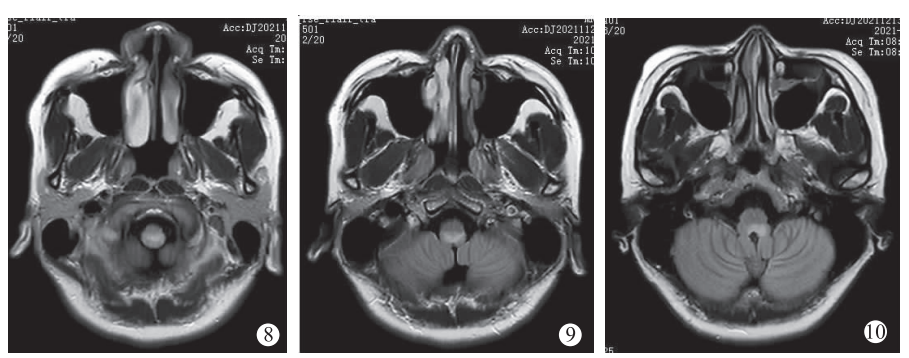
MRI T₂FLAIR 表现 图 9 MRI T₂FLAIR 表现 图 10 复查 MRI 表现
